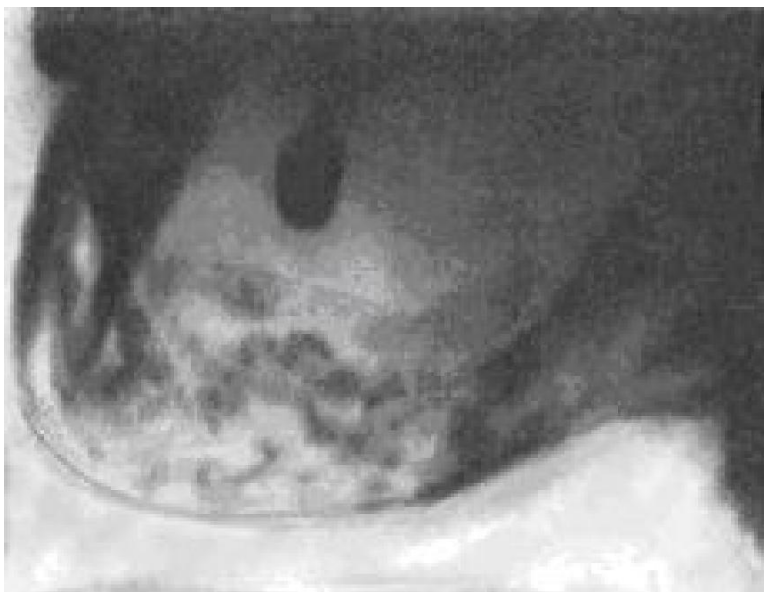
Рентгенограмма правой половины нижней челюсти у рабочего 40 лет после 10 лет работы с фосфором. На снимке некроз челюсти с остеопорозом
